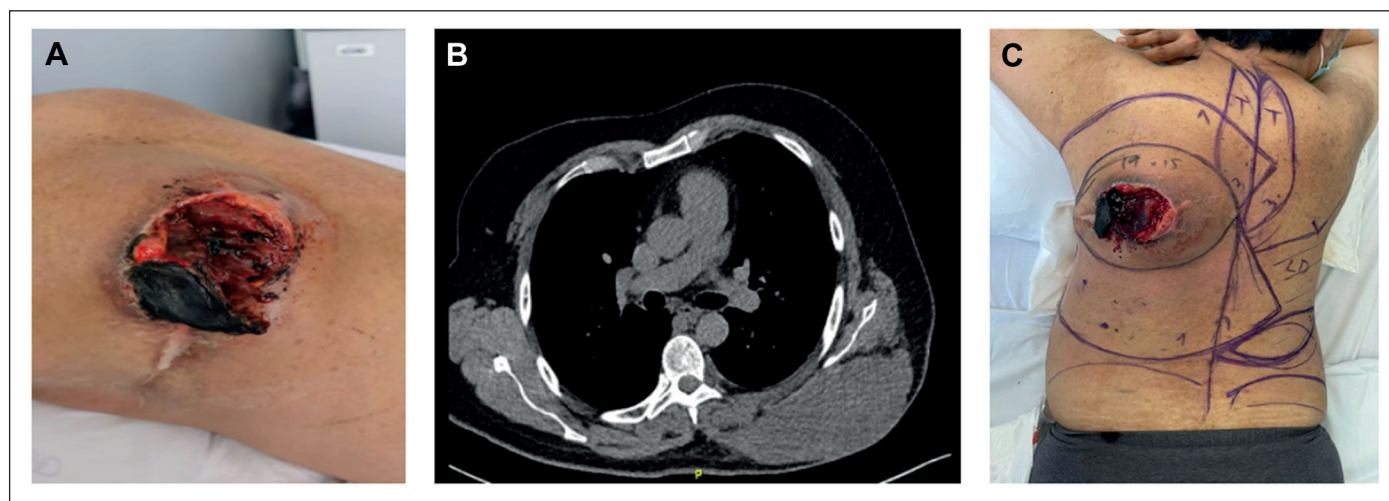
a: Vista preoperatoria. b: Angio-TC mostrando masa polilobulada de 6,7 × 3,9 cm superficial al dorsal ancho izquierdo, sin plano de clivaje claro. c: Planificación preoperatoria con distintas alternativas de cobertura.
